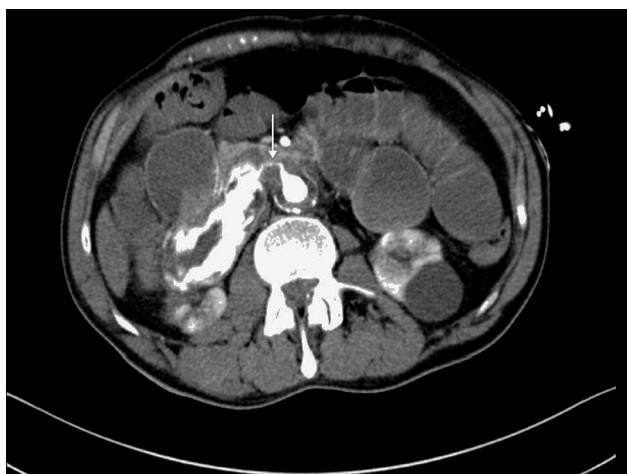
TC abdominal con contraste intravenoso: Aneurisma de aorta abdominal infrarrenal de $6 \times 3,2$ cm con trayecto fistuloso filiforme aortoentérico (flecha) y paso de contraste a duodeno.
